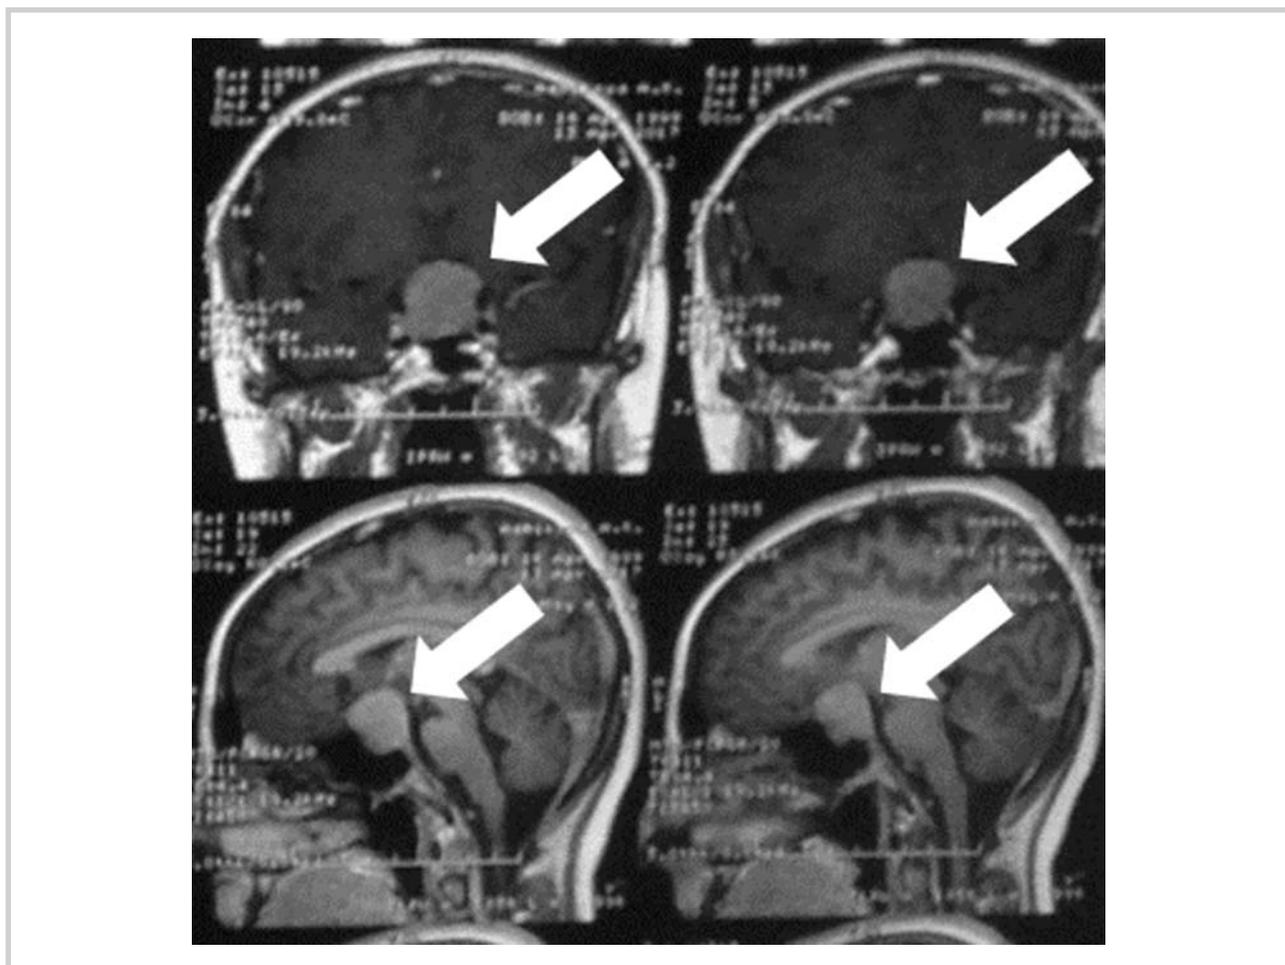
МР-томография головного мозга пациентки, T1-изображение.
